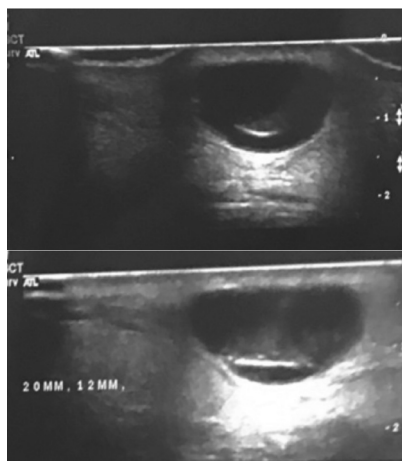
Ecotomografía paciente. Zona superficial es superior e inferior zona profunda. Se observa lesión, límites más bien definidos, y característico bajo lesión, zona de refuerzo acústico posterior.
